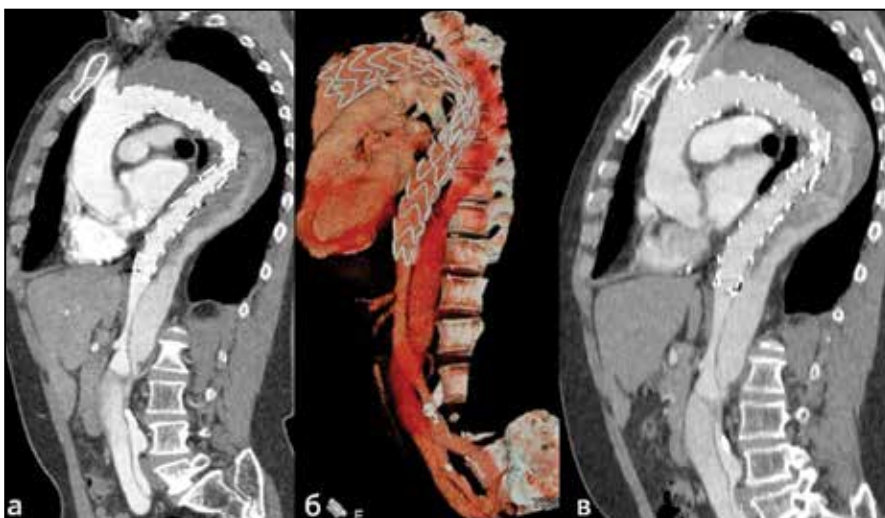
МСКТ-ангиограмма после эндопротезирования нисходящей грудной аорты: а – через 3 месяца после операции; б, в – через 2 года после операции
